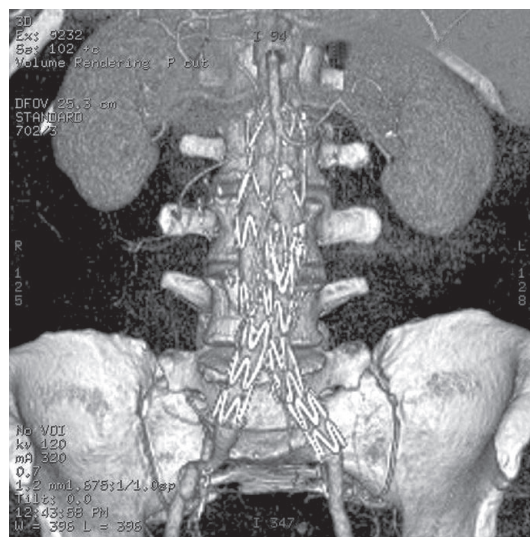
Angiotomografia de controle de paciente submetido ao implante de endoprótese bifurcada para correção de AAA.
